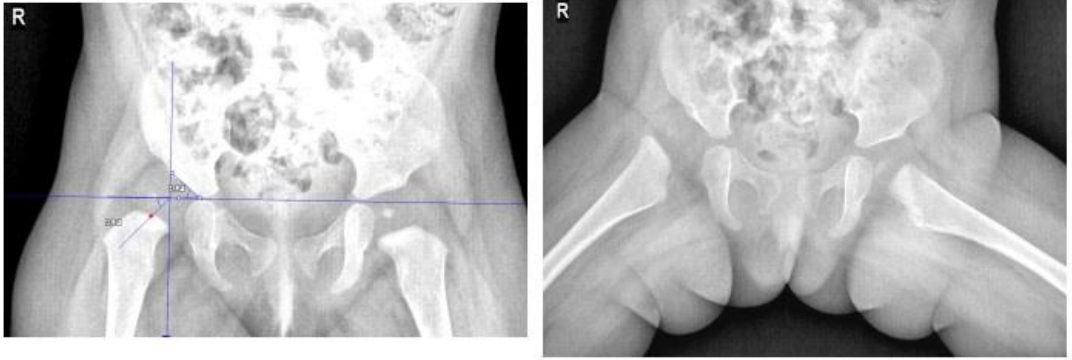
VAKA 2: 2 yıl sonra kontrol grafisi
